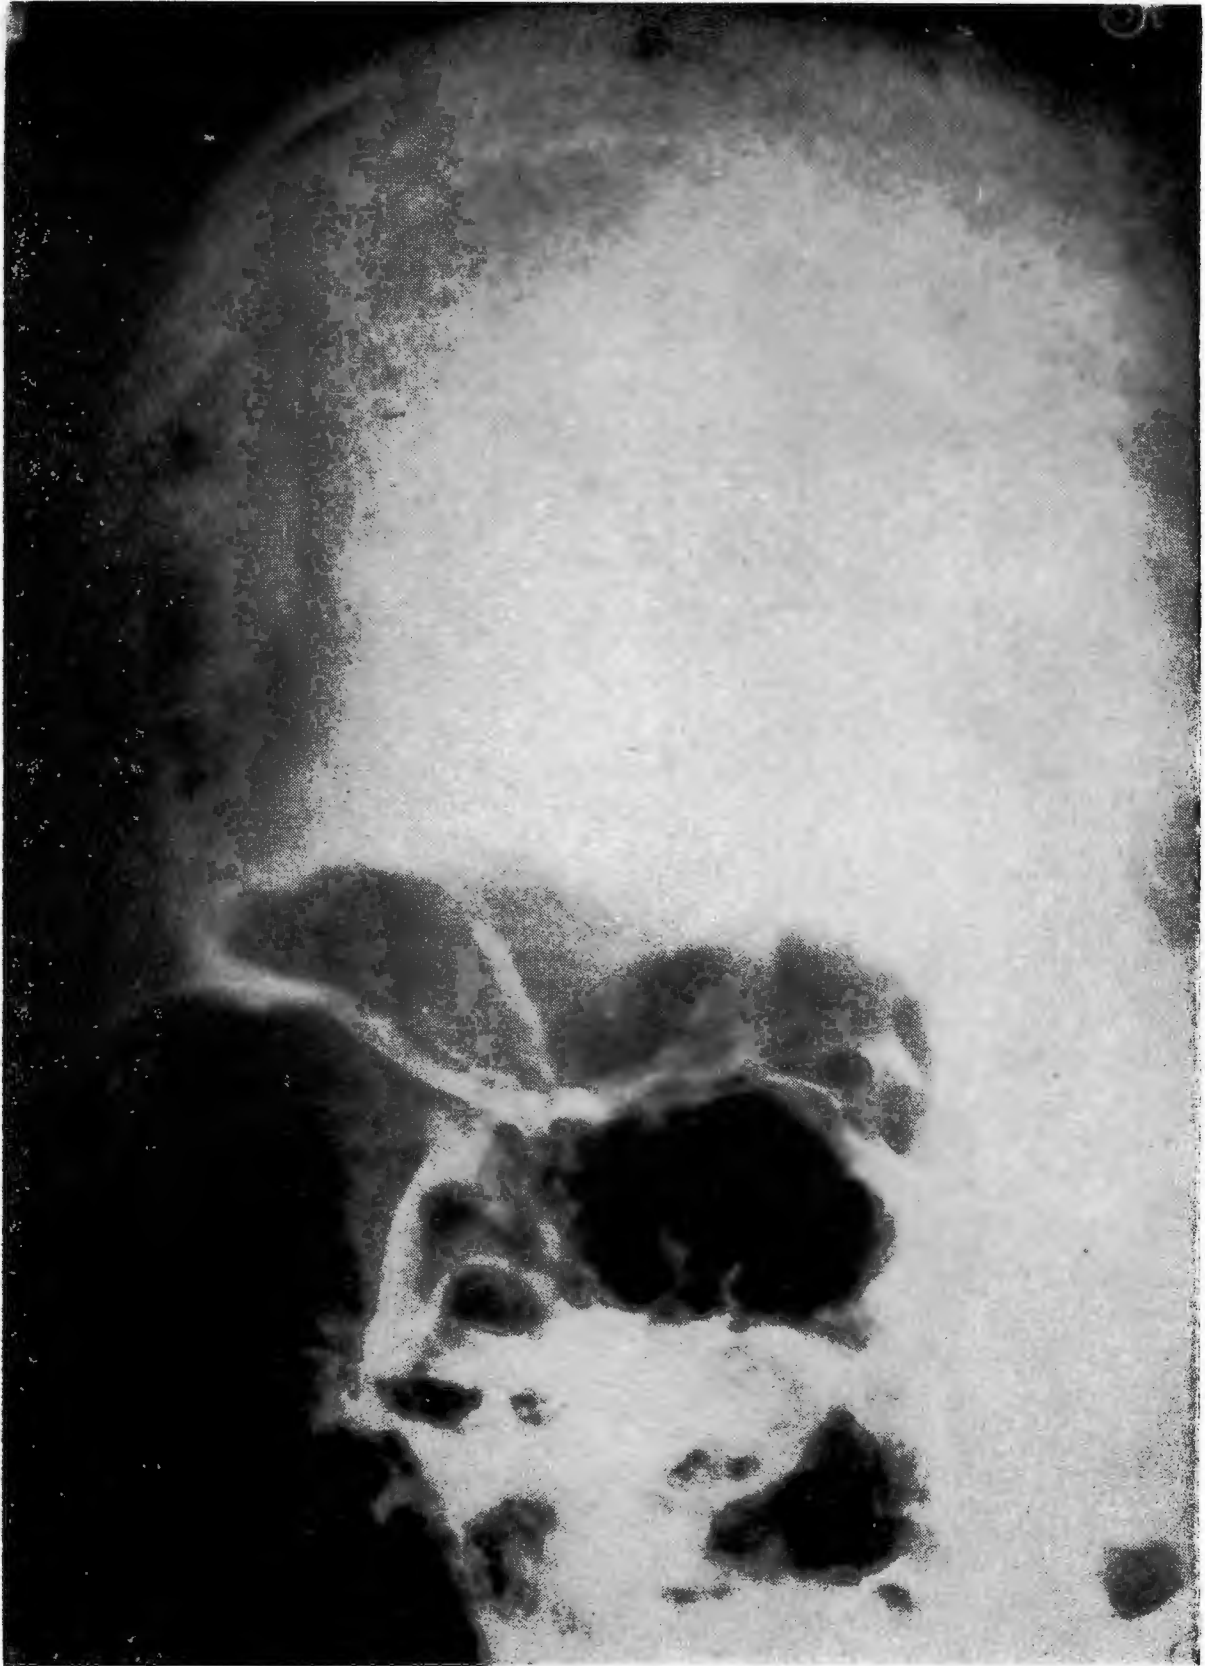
Radiografía de Orbita enoblicua. Tumor orbitario, con destrucción de esqueleto. Conducto óptico normal.
